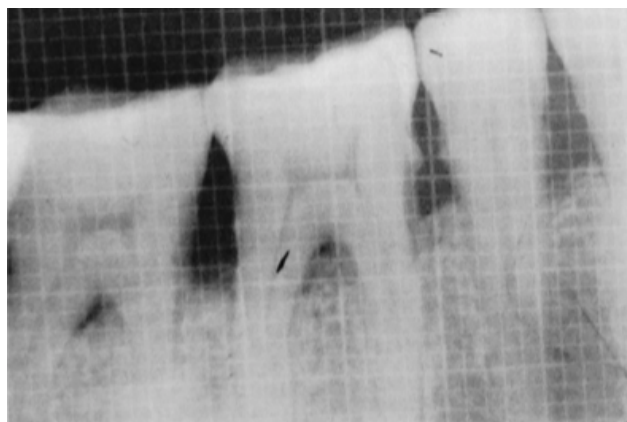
Intraorale Tubusaufnahme aus der Studie von Bhavsar et al. (2016). Zu sehen sind die Gitterlinien, die durch das Auflegen eines röntgenopaken Gitters (Gitterabstand = 1 mm) auf den Detektor bei der Aufnahme entstanden sind. Die Studiengruppe zählte die Gitterlinien, um den Knochenabbau zu messen.
